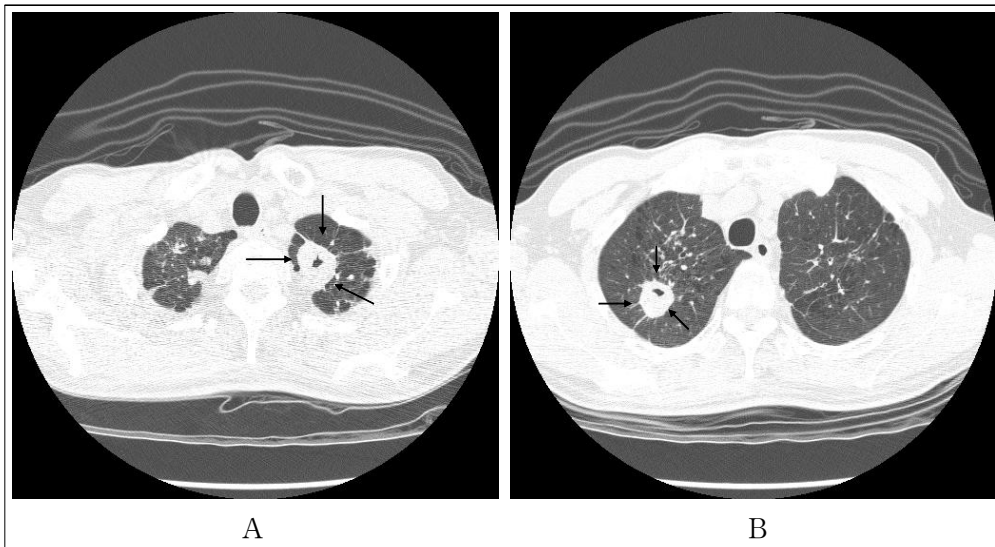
CT images of a 65-year-old man among the sputum smear-negative group A. CT scan at the level of left upper lobe apex shows a cavity (7 mm in maximum internal diameter) (arrows). B. CT scan at the level of right upper lobe shows a cavity (6 mm in maximum internal diameter) (arrows). The rest CT scans of this patient showed no evidence of consolidation or another cavity.
